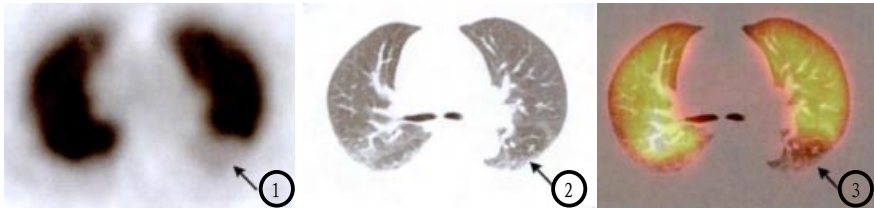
1例PE患者SPECT/CT肺灌注显像图像。
